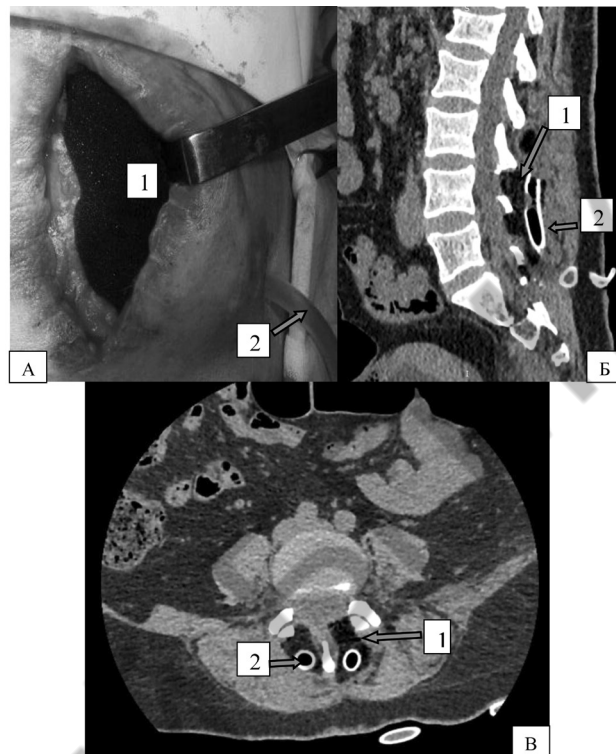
Этап установки вакуум-дренажа: А – интраоперационный снимок. Б и В – компьютерная томограмма поясничного отдела позвоночника в сагиттальной и аксиальной проекциях (1 – в зонах интерламинэктомии и паравертебрально установлена полиуретановая губка, 2 – полихлорвиниловая дренажная трубка, 3 – тело позвонка, 4 – остистые отростки)
